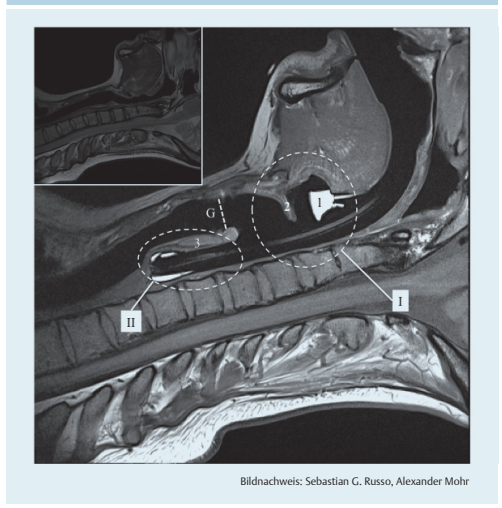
Magnetresonanztomografie (MRT) einer LMA-Supreme™ (Teleflex Medical GmbH, Kernen i. R.) in situ. Der Cuff ist partiell mit Wasser gefüllt. Die Markierungen I und II zeigen die prophäutische Unterscheidung zwischen der 1. Dichtigkeit (I) und der 2. Dichtigkeit (II). 1 = proximaler Cuff-Anteil; 2 = Epiglottis; 3 = Dorsalplatte des Ringknorpels; G = Glottisebene. Inlet: Es zeigt die gleiche Probandin in der Nativaufnahme.
